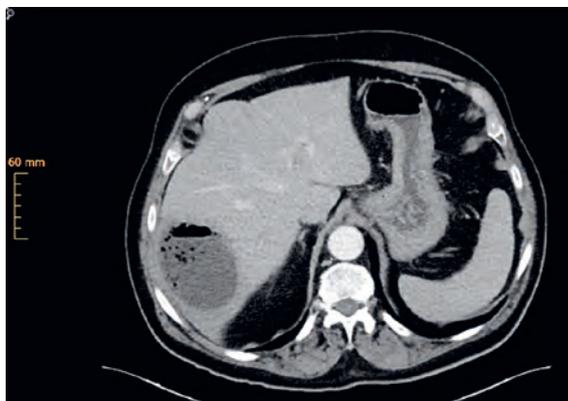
TDM de l'abdomen jour 14: Abcédation de la zone infarctée.
